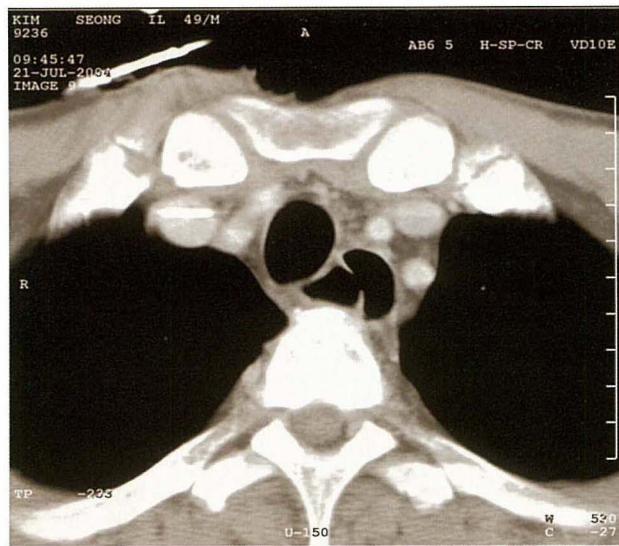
Chest CT shows a double lumen at low esophagus
